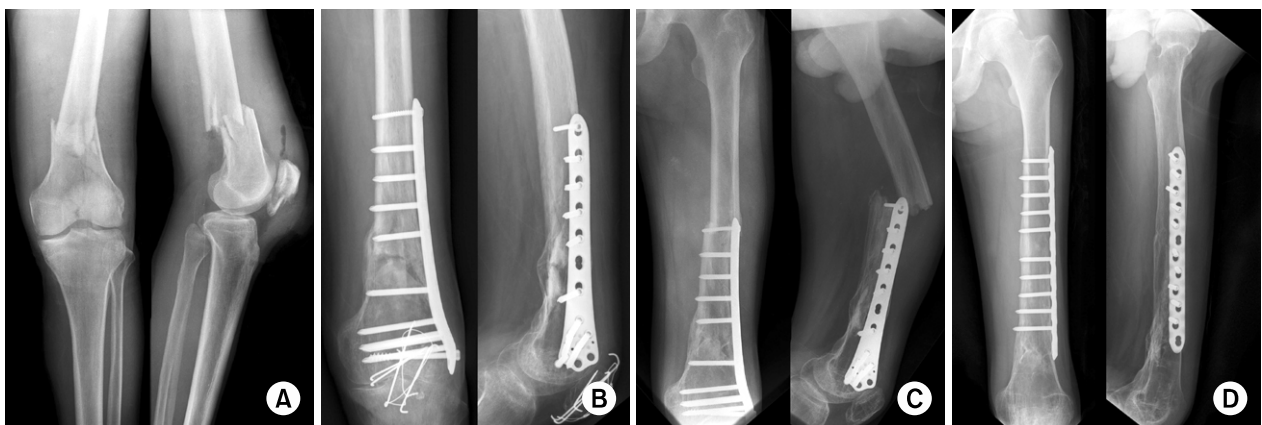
(A) Preoperative radiograph of 41-year-old male shows type C2 fracture and patellar fracture. (B) The radiograph at 3 months after operation shows the union. (C) The radiograph at 1 year after operation shows refracture by traffic accident. (D) The radiograph at 1 year after refracture shows the good result.
